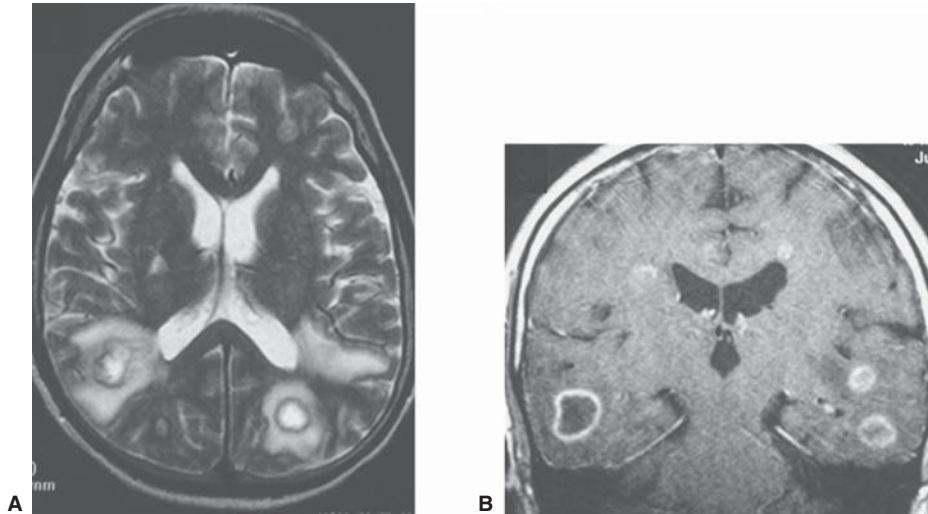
Aspergilosis en paciente inmunosuprimido postransplante. A) RM eco de espín con información T2. B) RM eco de espín con información T1 coronal con gadolinio. Múltiples lesiones redondeadas con realce en anillo y edema adyacente en los lóbulos parietales temporales y en núcleos grises de la base.
